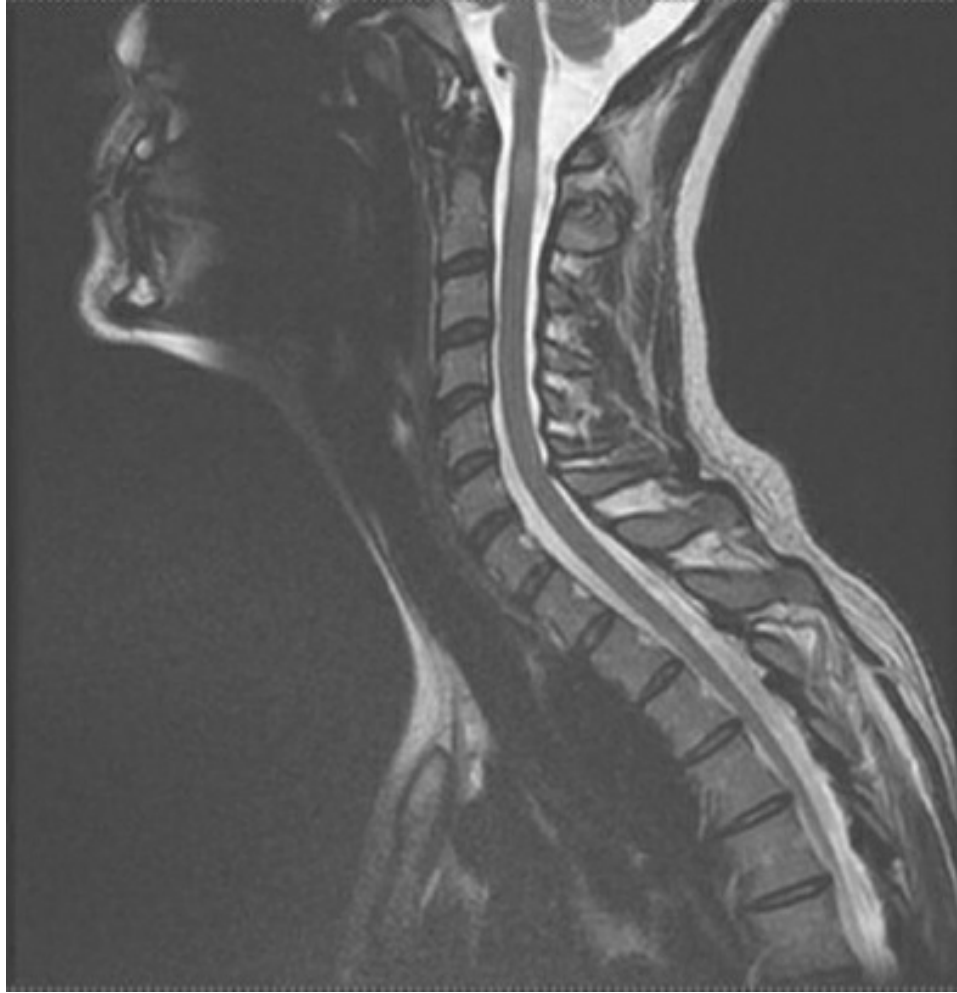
RMN sagital ponderada en T2.
